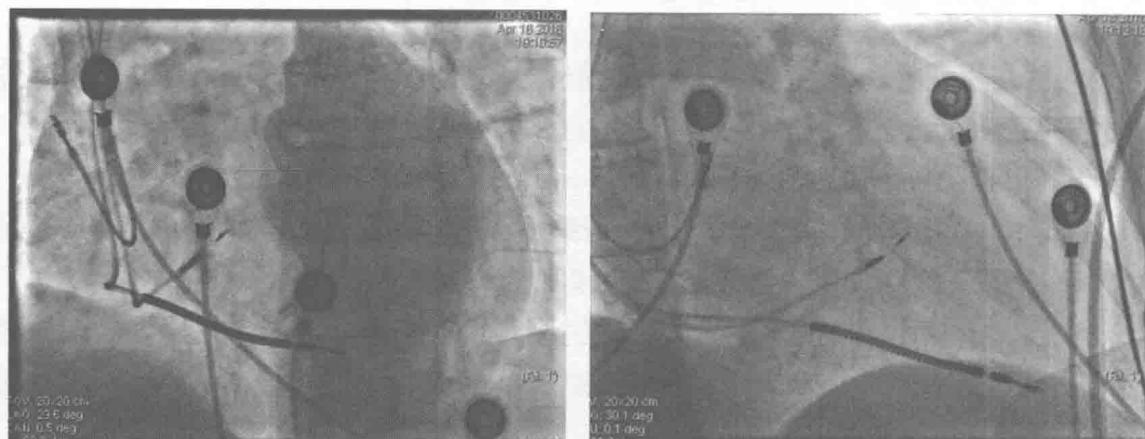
X线显示右心房、右心室及左束支区域起搏导线,左图LAO,右图RAO
